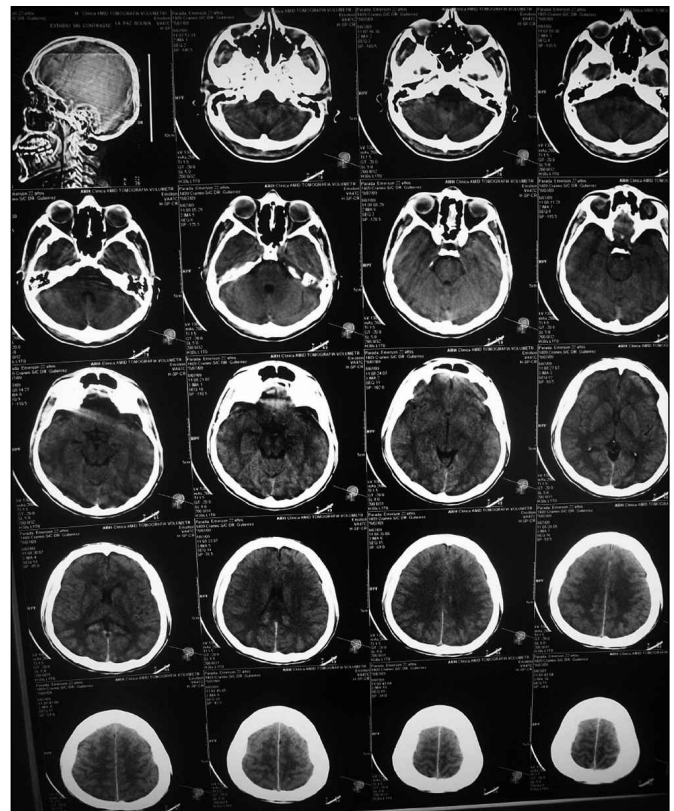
TAC simple de encéfalo de control. Evidencian regresión del edema cerebral
